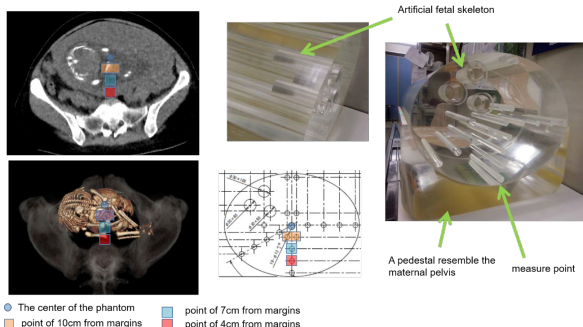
自作アクリルファントムと計測点の図示。これらが実際の CT 画像に投影した際のイメージ図を示す。
